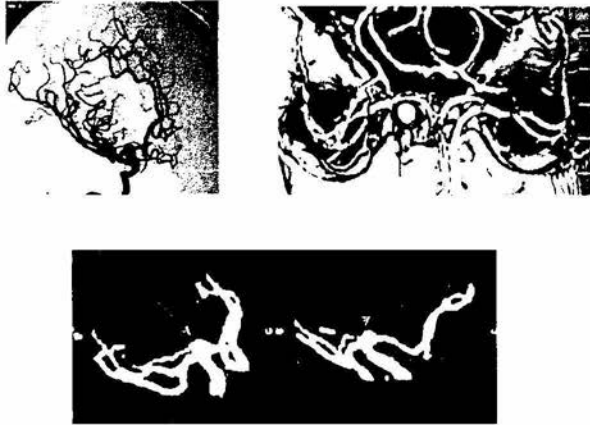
Estudio de angiografía y angiotomografía que demuestra aneurisma en la bifurcación de la arteria carótida interna derecha.
